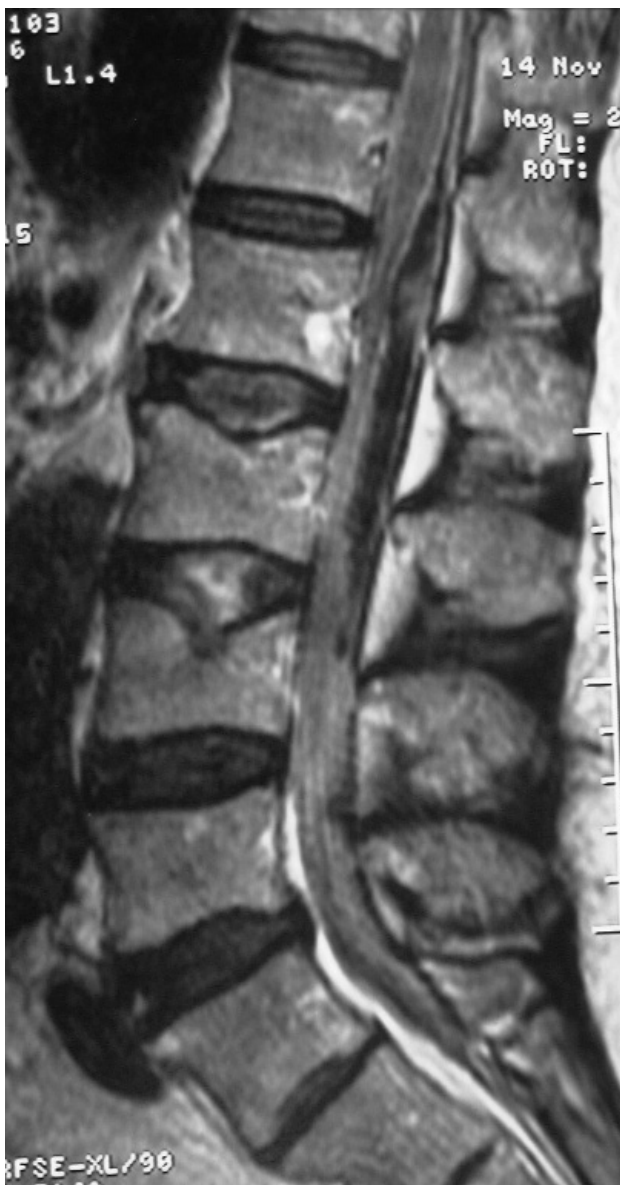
RMN en la que se observa el hematoma epidural a nivel L₁-L₄.
